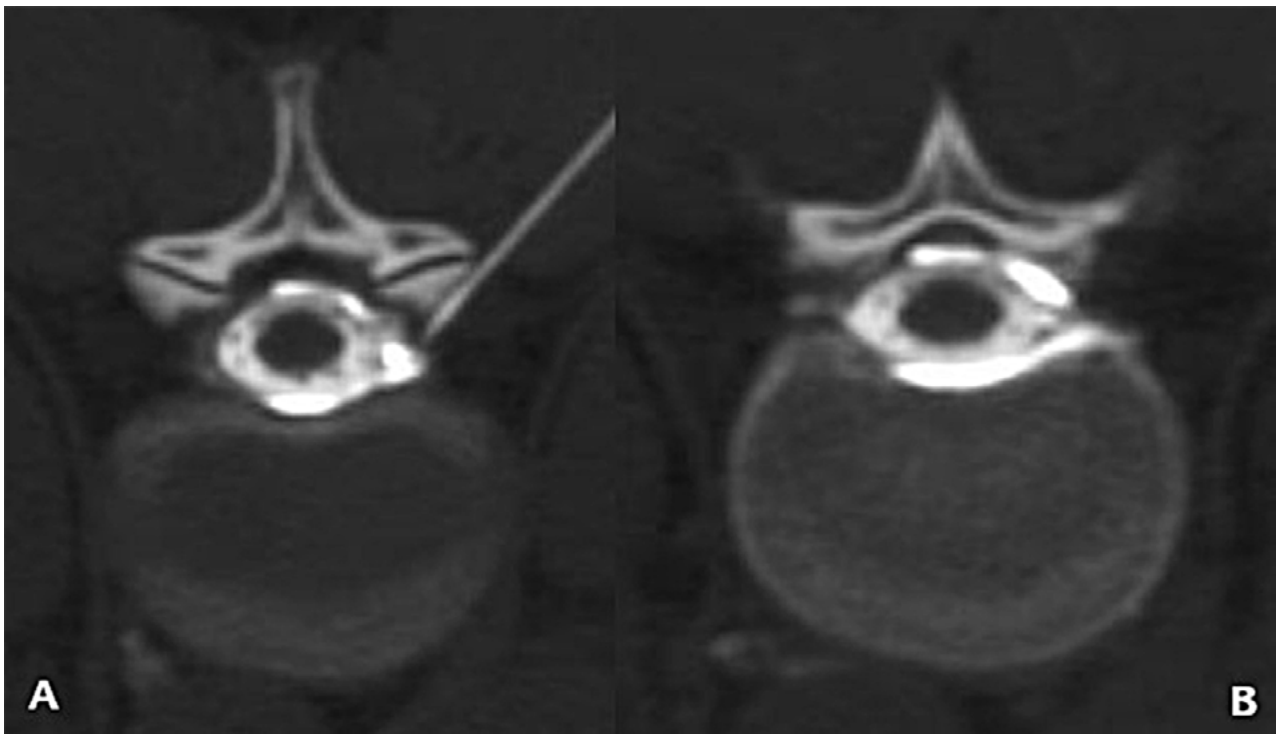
Mielo-TC. A) Corte axial donde se puede ver el extremo de la aguja en el neuroforamen y el medio de contraste que rellena el espacio peridural. B) Corte axial inmediatamente por encima de la figura 3 en el que se observa el medio de contraste concentrado en el espacio peridural sin pasaje al interior del saco tecal.
